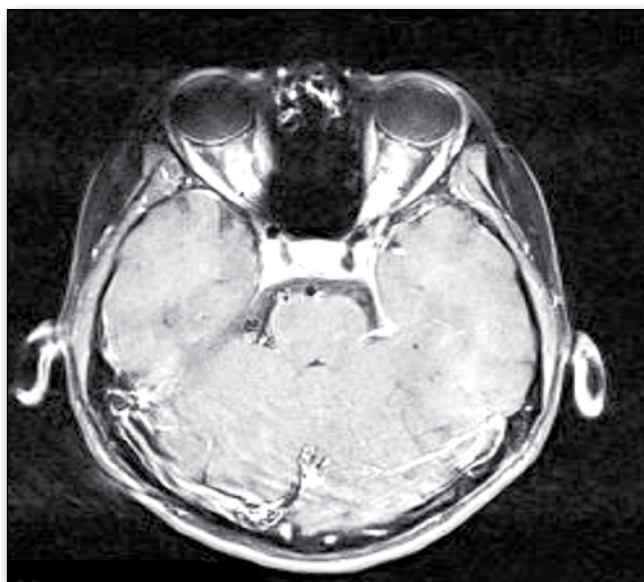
Axial orbital CT scan, enhancement after contrast (arrow), “tram tracking” sign, intracranial involvement on the left (arrows).
